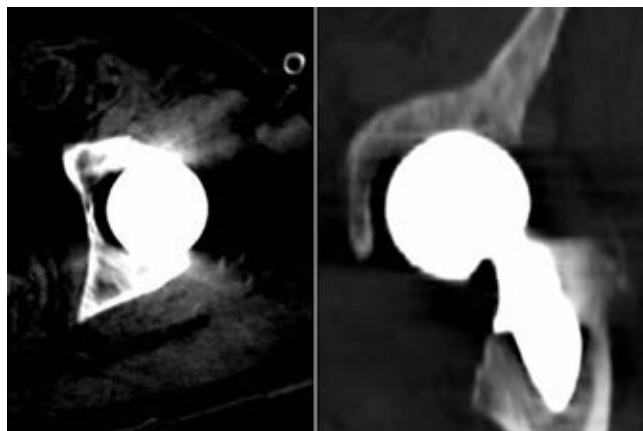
Рентгенограмма правого тазобедренного сустава больного С., через 3 года после операции эндопротезирования. Выраженный остеопороз. Зоны остеосклероза в надацетабулярной области, в месте максимальной нагрузки. Выявлен перелом бедренной кости в верхней трети диафиза с незначительным смещением фрагментов по ширине. Вдоль ножки эндопротеза — выраженная резорбция костной ткани на всем протяжении до 14,0 мм
